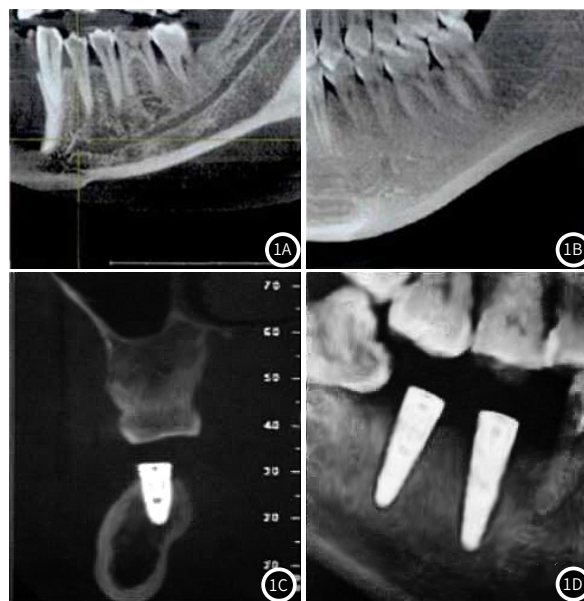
锥形束CT和曲面断层影像图。1A: 下颌神经管锥形束CT; 1B: 下颌神经管曲面断层; 1C: 种植体骨结合锥形束CT检查; 1D: 种植体骨结合曲面断层。
